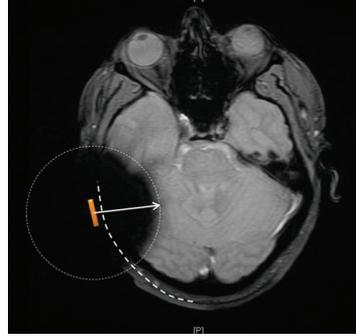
Beispielhaftes MRT-Bild mit entferntem Implantatmagneten. Verschattung und Artefakte sind erheblich geringer als in *Abbildung 7*.
